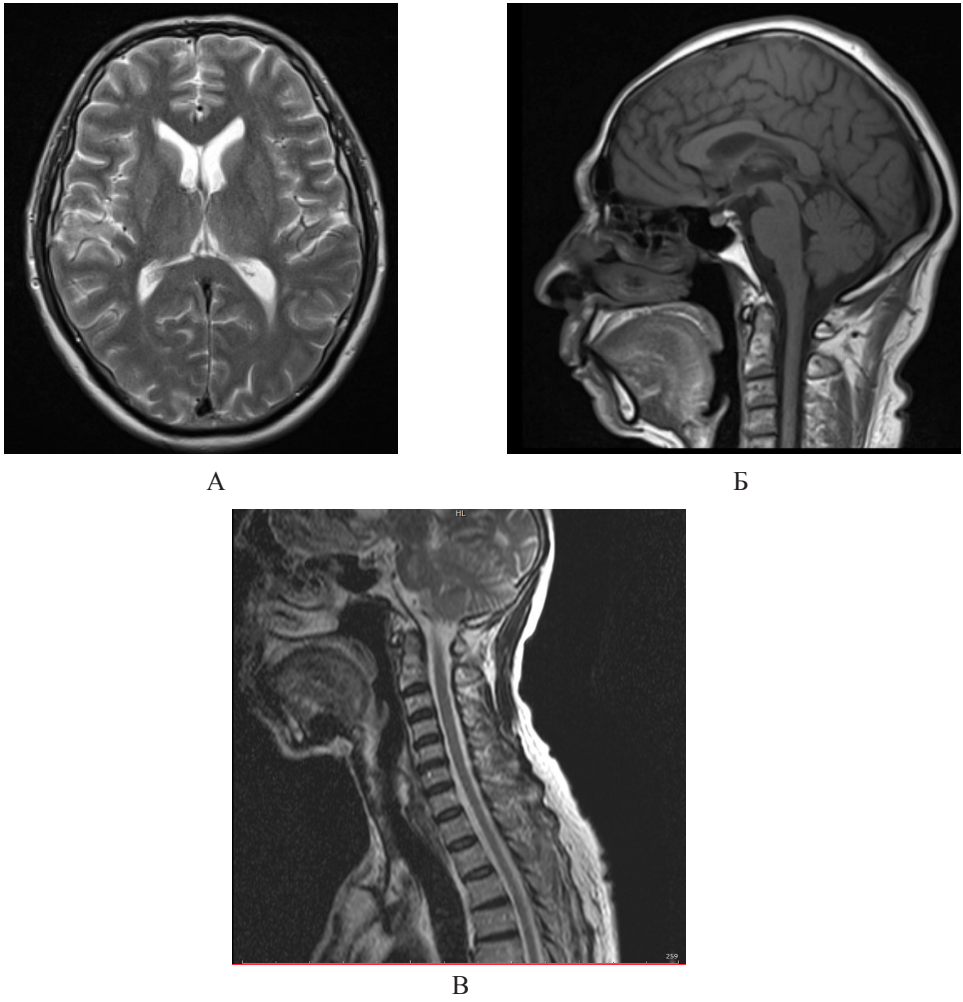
МРТ пациента К: А) аксиальный срез головного мозга в режиме Т2; Б) сагиттальный срез головного мозга в режиме Т1; В) сагиттальный срез шейного отдела спинного мозга в режиме Т2
